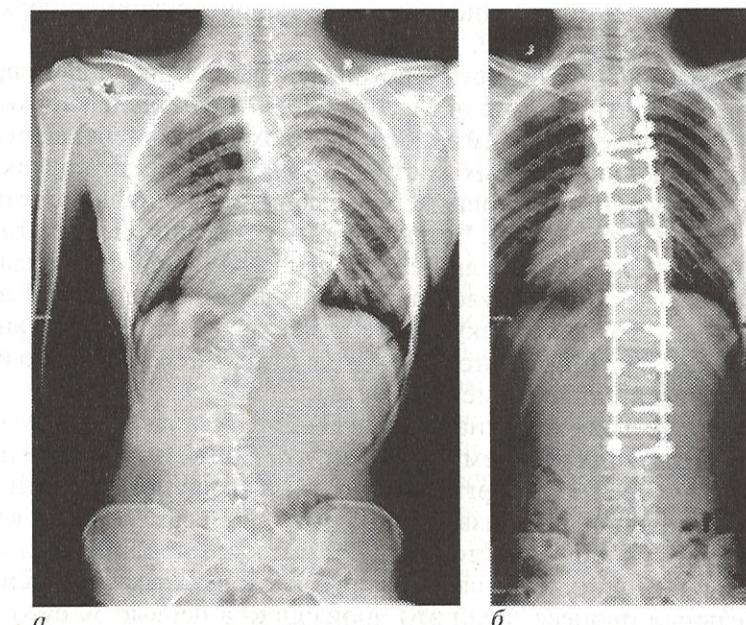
Рентгенограммы: *а* — тяжелый типичный идиопатический сколиоз подростка; *б* — после операции деформация практически полностью устранена (хотя при этом произошла потеря подвижности позвоночного столба)
